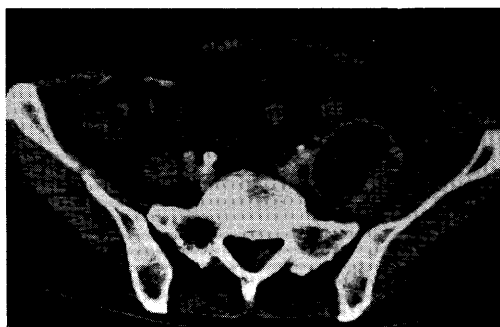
Contrast-enhanced CT showed a hypodensity mass in the left psoas muscle.
